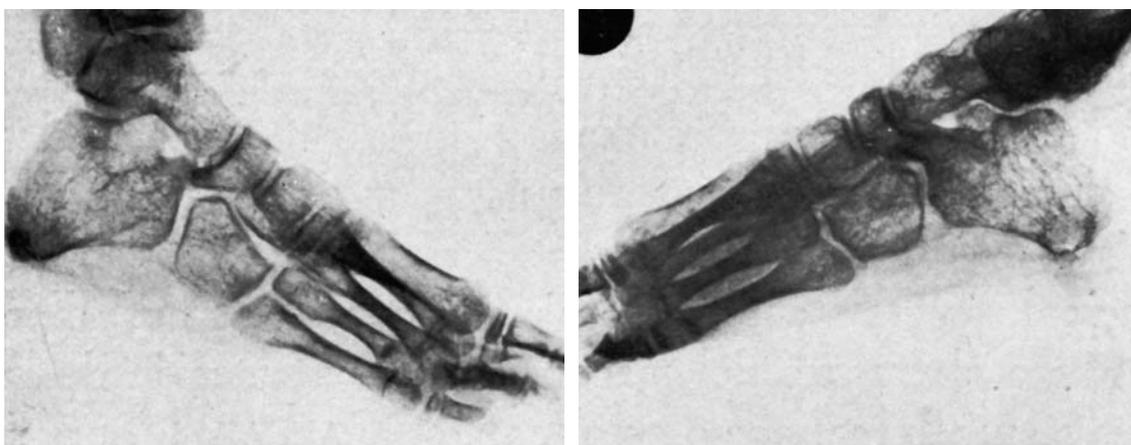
A: Pie izquierdo. Se aprecia la iniciación de un puente óseo en la tuberosidad mayor del calcáneo, así como una longitud anormal de la apófisis posteroexterna del escafoides. B: Radiografía del pie derecho, del mismo caso de la figura anterior, en que se aprecia una continuidad de las trabéculas óseas entre calcáneo y escafoides.
